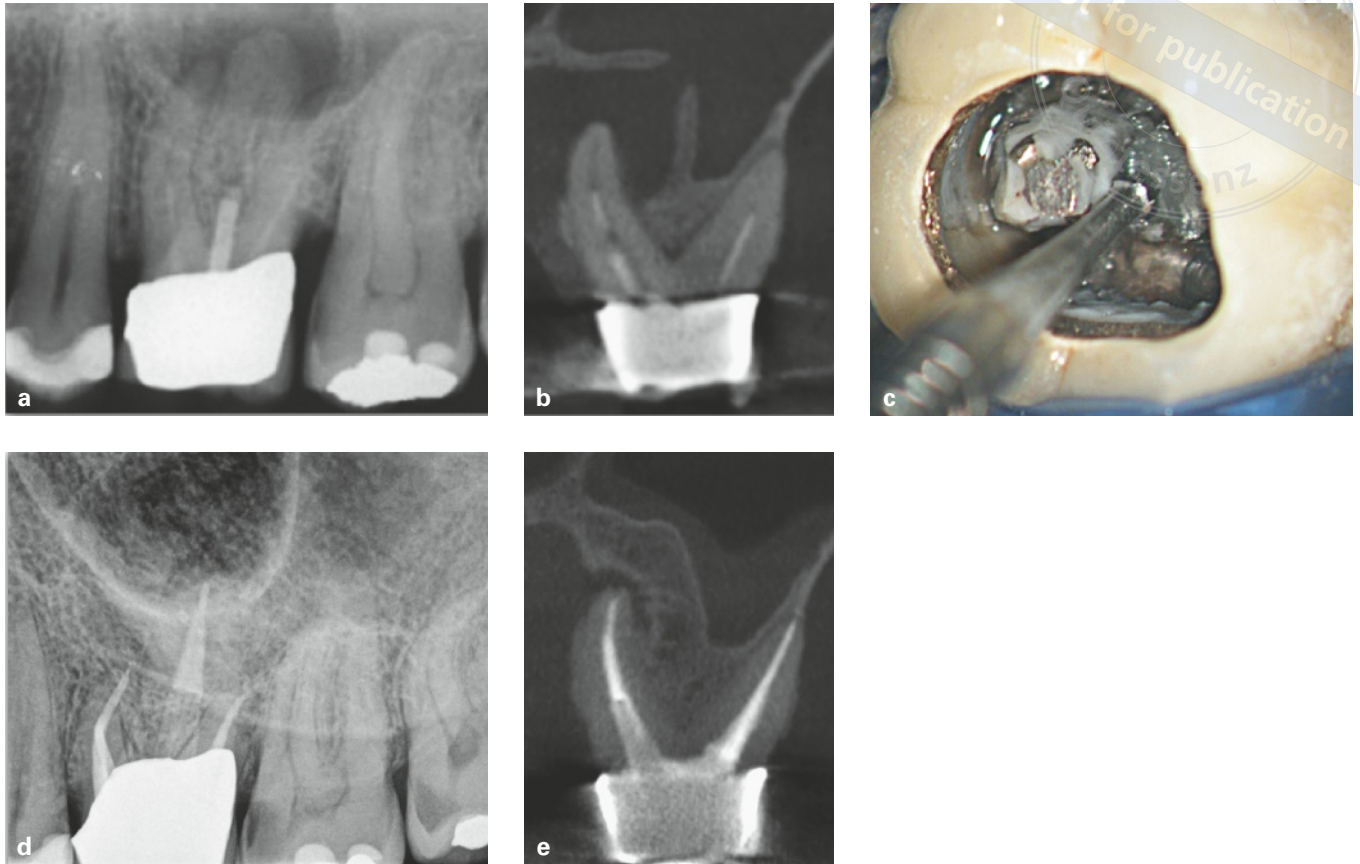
bis e Röntgenausgangsaufnahme von Zahn 26 mit unvollständiger Wurzelkanalfüllung und einem zylindrischen Stift in der palatinalen Wurzel (a). DVT-Aufnahme in frontaler Projektionsebene mit Darstellung einer ausgedehnten periapikalen Aufhellung palatinal und Verbindung zum Sinus maxillaris (Fistel, b). Der Kompositaufbau wurde mit einem Langschaftrosenbohrer 012 bis zum Wurzelkanaleingang reduziert, bevor der konfektionierte Stift mit Ultraschall gelockert und entfernt werden konnte (c). Nach 2 Jahren ist bei vollständiger Wurzelkanalbehandlung keine apikale Aufhellung mehr erkennbar (d). Im Vergleich zur Ausgangssituation lässt sich im DVT im Vergleich zum Ausgang die Wiederherstellung der Begrenzung der Kieferhöhle und ein Zuwachs/Regeneration der knöchernen Befestigung erkennen (e).
